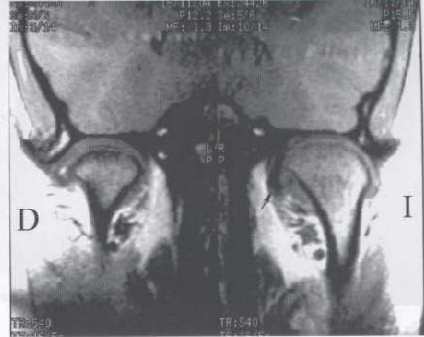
RM coronal. La secuencia coronal de la resonancia magnética muestra el cóndilo derecho artroscóico muy reducido en tamaño y con un osteófito en su polo externo. El cóndilo derecho se presenta con características anatómicas normales. El disco articular se encuentra caído hacia adentro (flecha negra).
